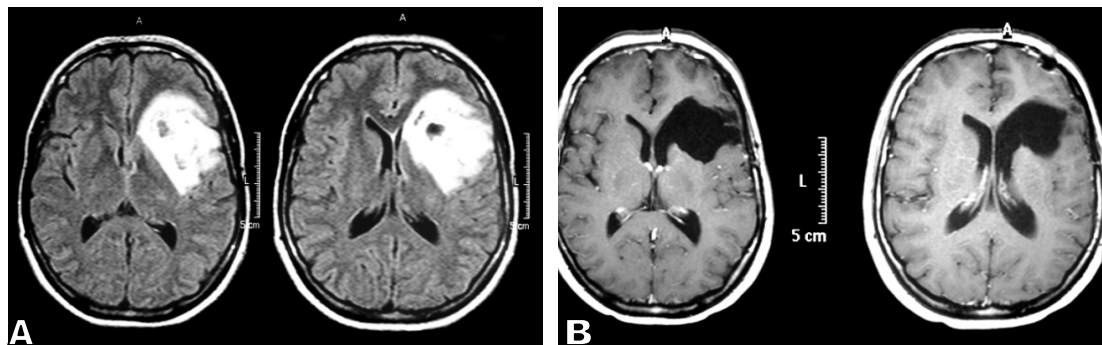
Corte axial de ressonância magnética de paciente de 34 anos, professora, apresentando lesão fronto-insular a esquerda (Fig 10A). Fig 11B = corte axial demonstrando ressecção completa da lesão. Neste caso optou-se por craniotomia com anestesia local e paciente acordado. A paciente evoluiu sem déficit motor ou da fala.
